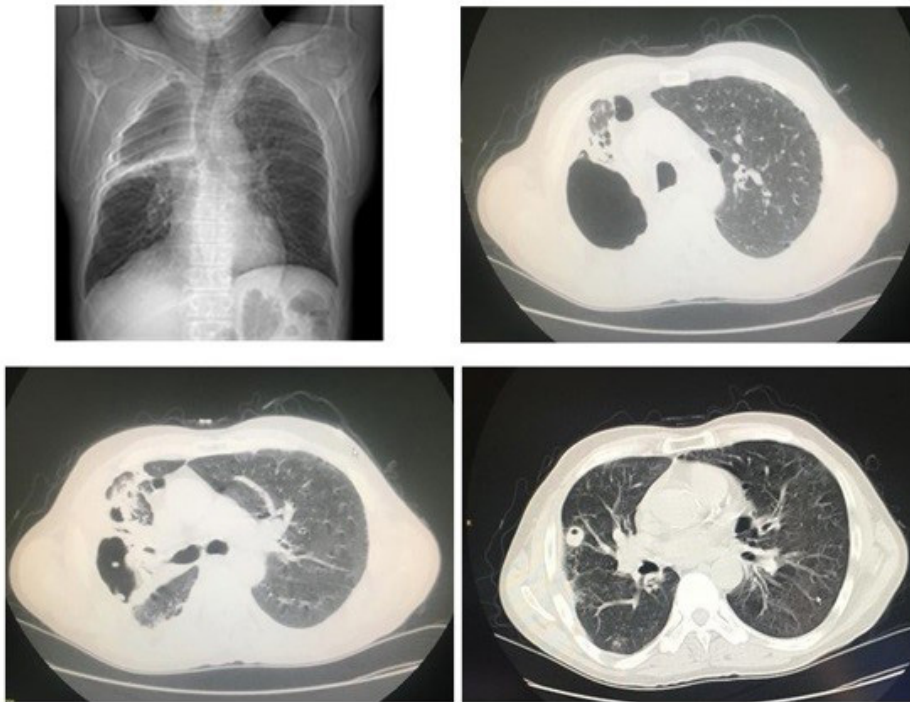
TAC preoperatorio. Bullas apicales derechas con atelectasia. Se muestra una imagen nodular espiculada con cavitación periférica en la porción caudal de la atelectasia.
